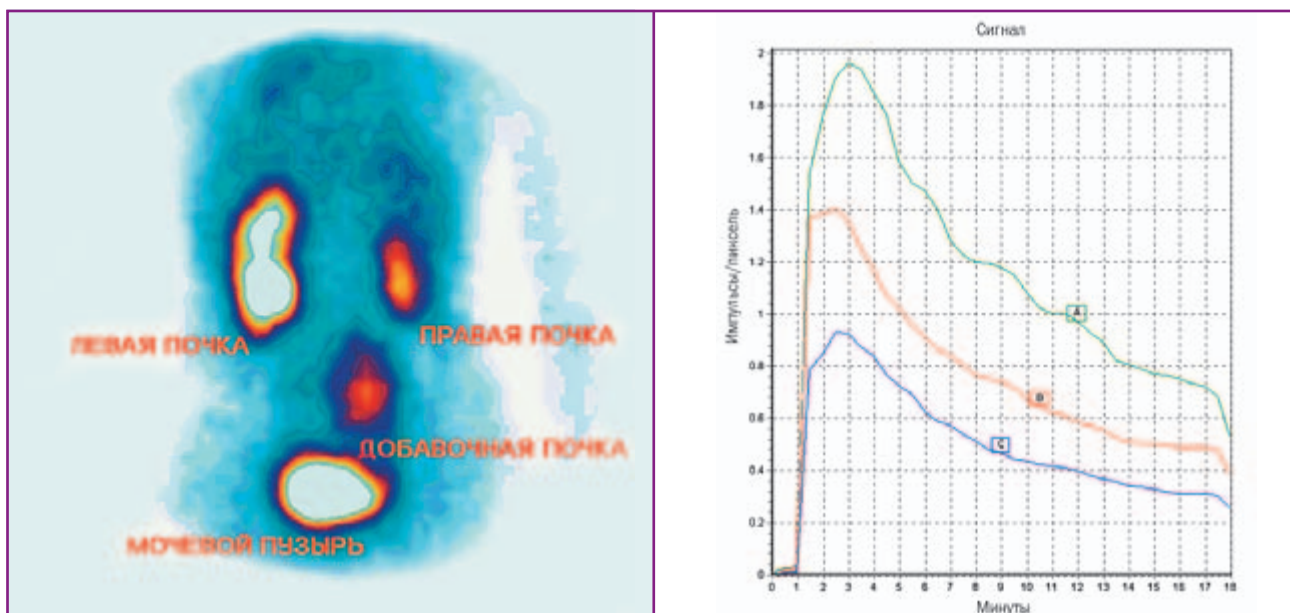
ДРСГ с ^{99m}Tc -МАГЗ. Сцинтифото добавочной почки и ренографические кривые (А — левая почка; В — добавочная почка; С — правая почка)
